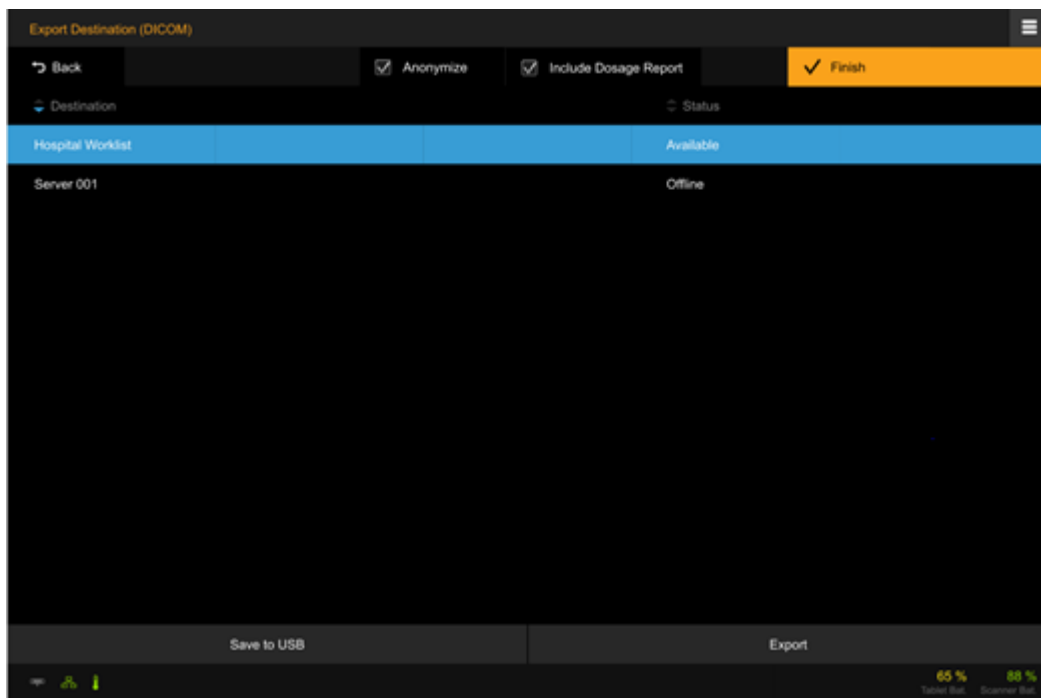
Umístění exportu v tabulce pro výběr obrázku. Volitelně lze k exportu připojit hlášení o dávce (pouze pokud je vybraný cíl nakonfigurován tak, aby podporoval RDSR). Pouze u IRM.
